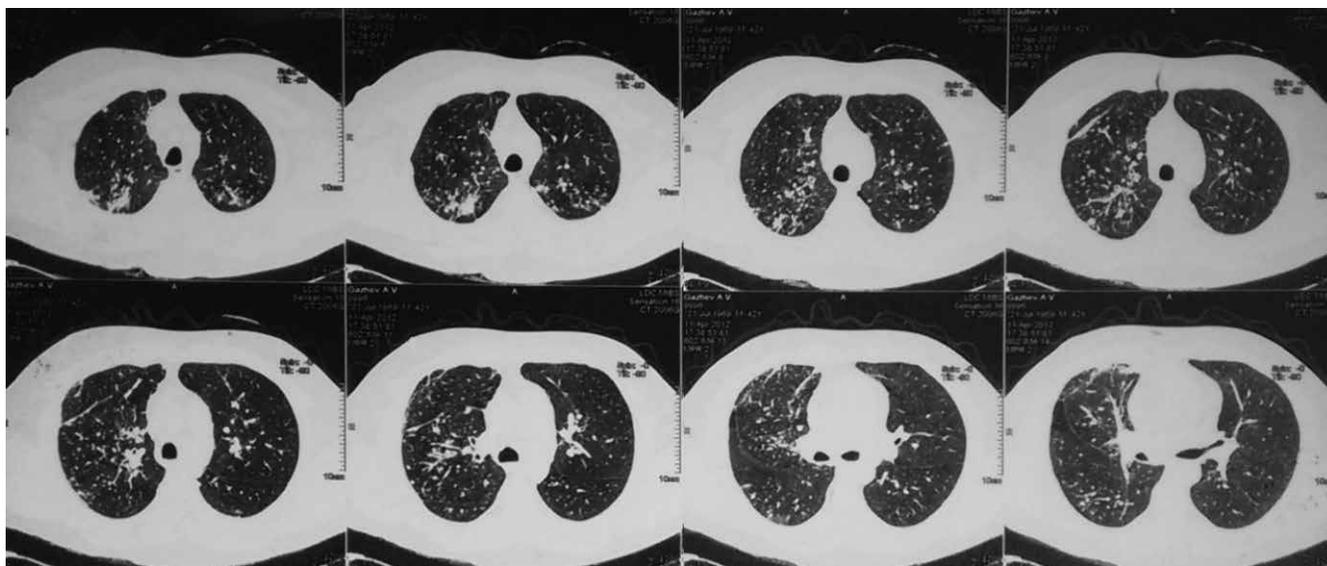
МСКТ органов грудной клетки пациента Г.В. от 11.04.2012 г.
